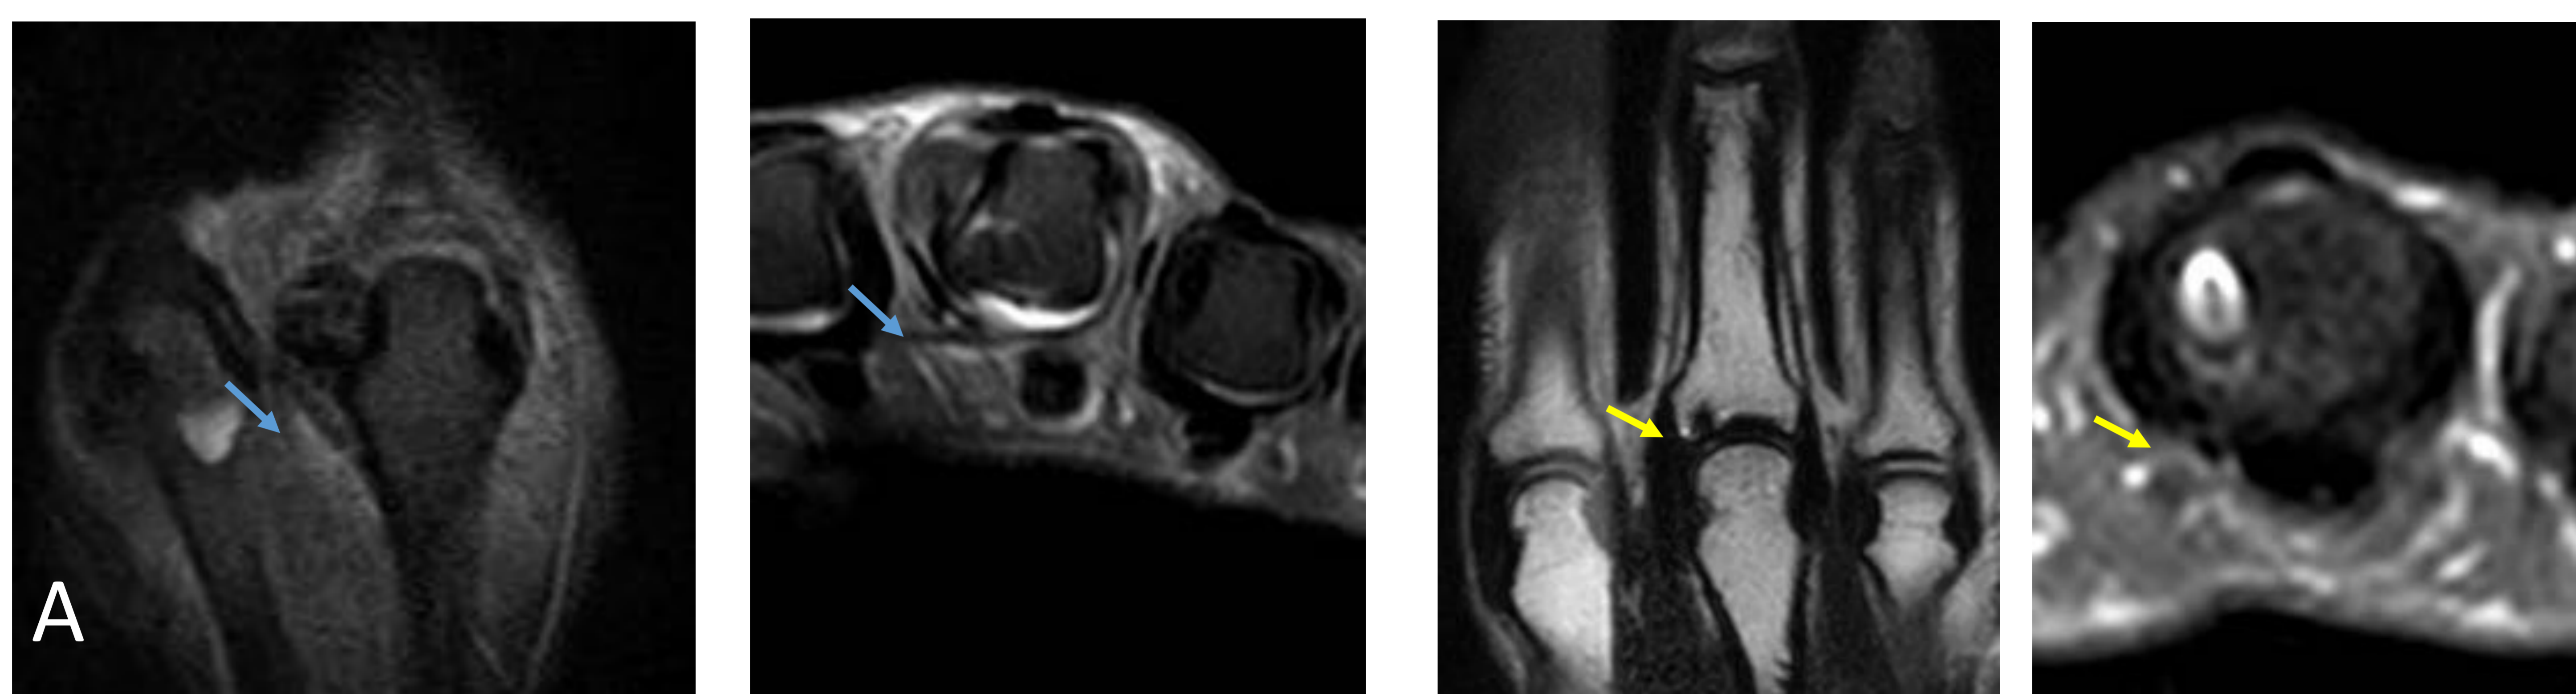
A y B. Paciente que sufre golpe en el tercer dedo, al examen físico presenta edema de la articulación MCF e inestabilidad del ligamento colateral radial. En la RM se observa esguince grado III del ligamento colateral radial de la MCF (flechas azules). C y D. Control postligamentoplastia (flechas amarillas).
